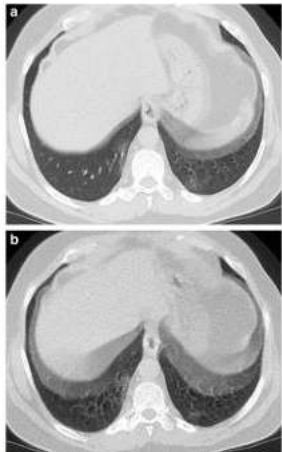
a, b Chest CT scan of a 63-year-old man with COVID-19 pneumonia. a Standard-dose image: peripheral patch of ground glass opacity is seen in both lower lobes. The lesions were scored 2 by all readers. b Low-dose image at the same level; the lesion in LLL was scored 1 (standard/equivocal) by two readers and 2 by the other. RLL lesion was scored 1 by one reader and 2 by two readers. Note that the motion artifact due to respiratory movements has blurred the lesions
